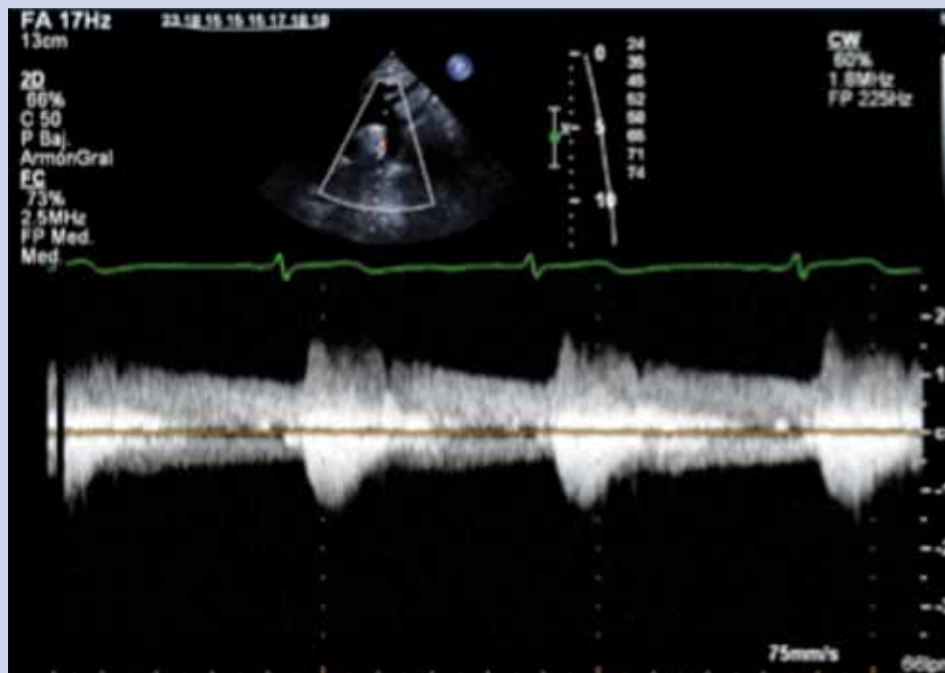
a) Imagen de un ecocardiograma de superficie, visión supraesternal, con inclusión de estudio Doppler color que demuestra un flujo continuo en dirección hacia la arteria pulmonar desde la zona del istmo aórtico.
